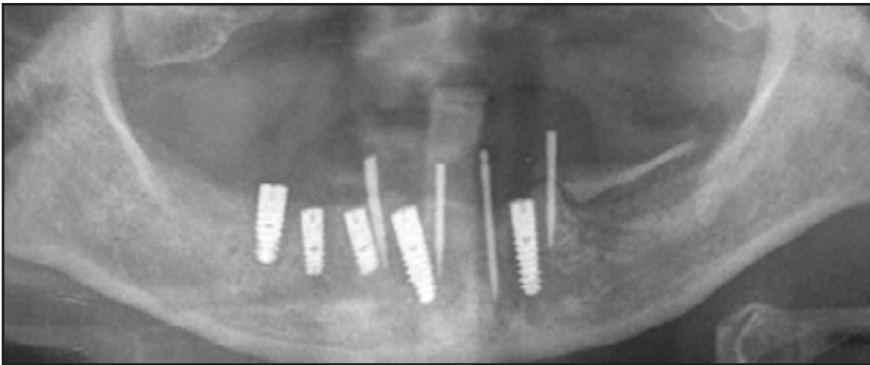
Postoperative Röntgenaufnahme von Patientin 1.
